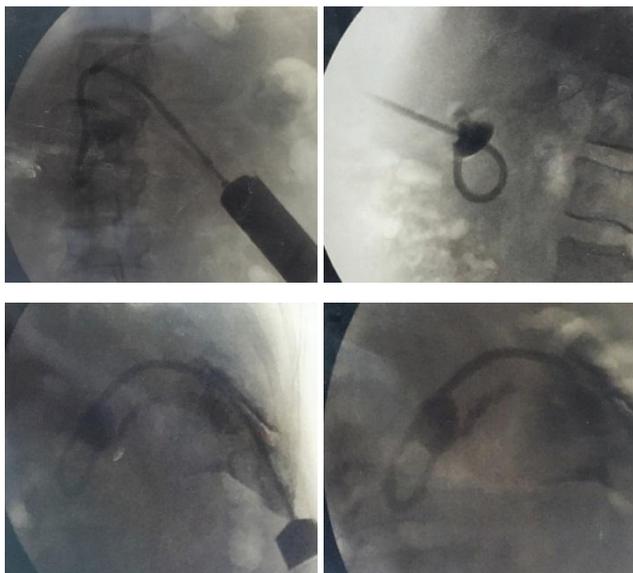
Рентгеноскопическое исследование кисты с использованием контрастного вещества с целью выявления его связи с протоком поджелудочной железы
